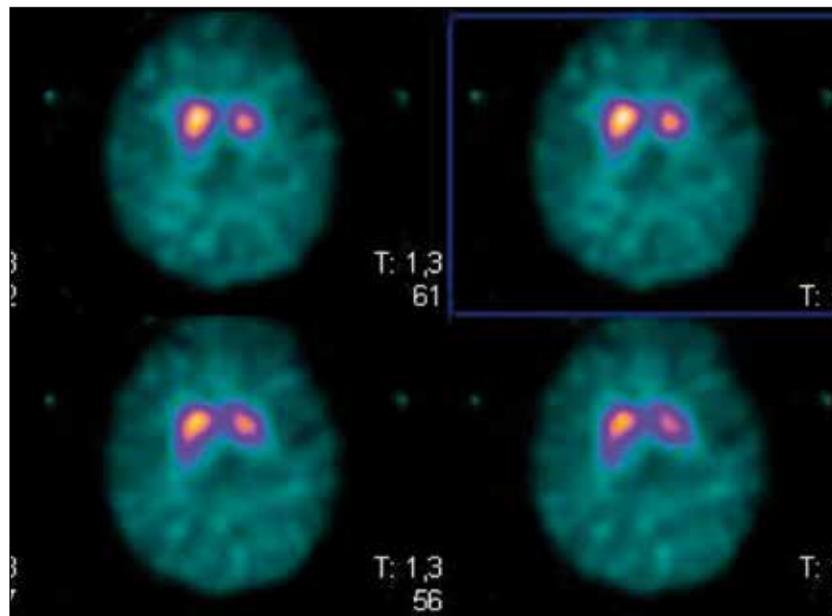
Suspicion de MPI avec tremblement mixte atypique prédominant à droite. Tomoscintigraphie au DaTSCAN® anormale avec une diminution de fixation du traceur prédominant au niveau du putamen gauche.
